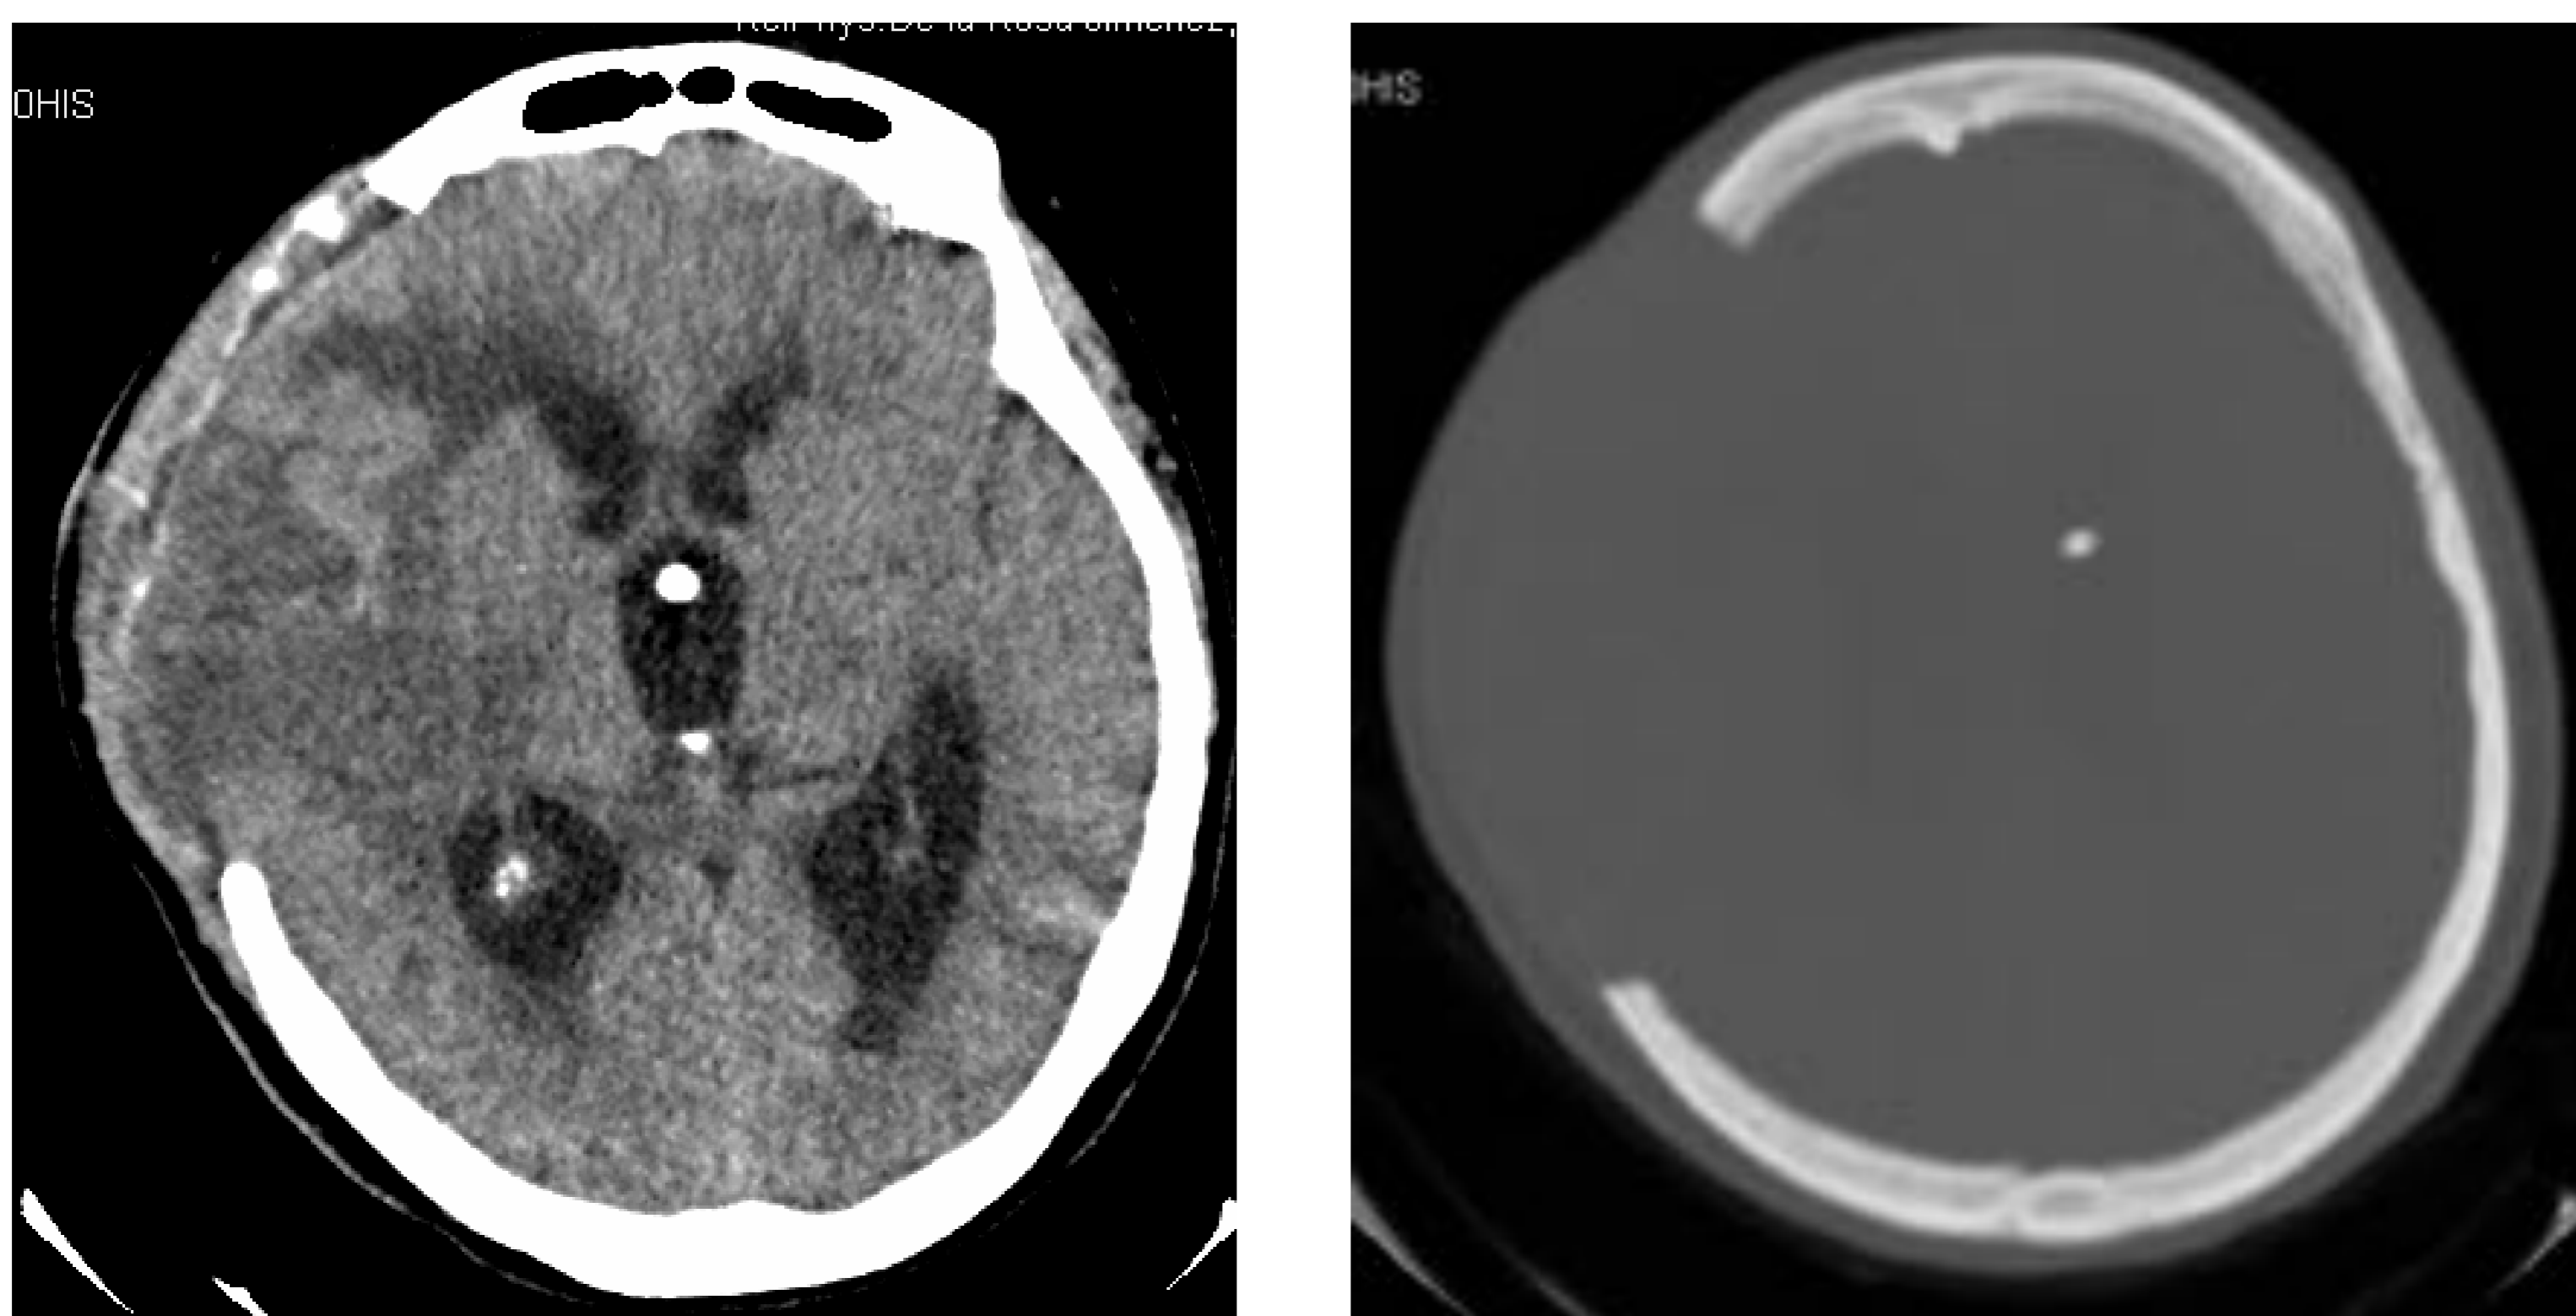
y 66 (cortes axiales TC): craniectomía fronto-parieto-temporal derecha con protrusión del tejido cerebral a través del defecto óseo. Hematoma crónico intraparenquimatoso temporal derecho.
